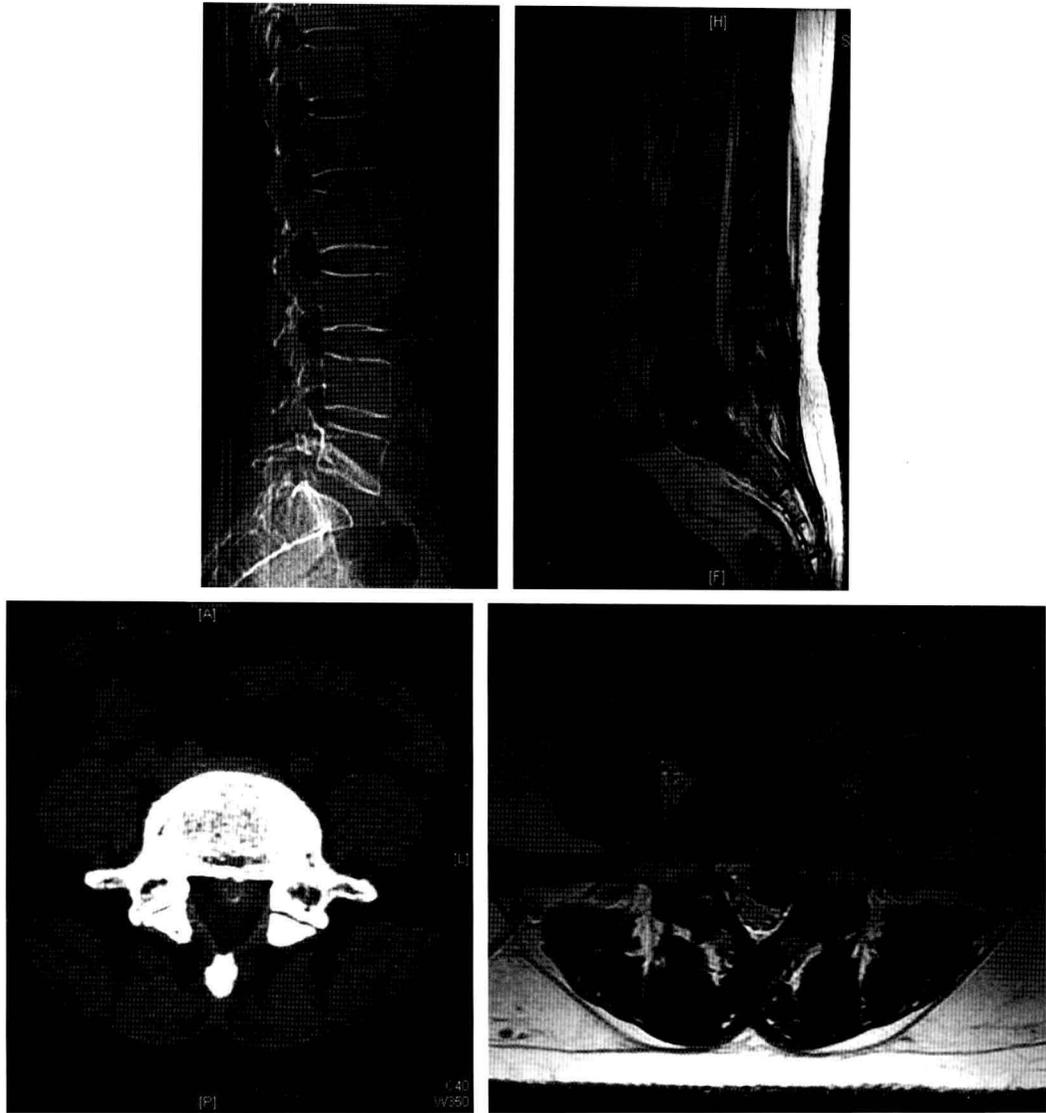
腰椎正侧位 X 线片示椎间隙狭窄；腰椎 CT 及 MRI 示 L_{4,5} 髓核脱出游离
